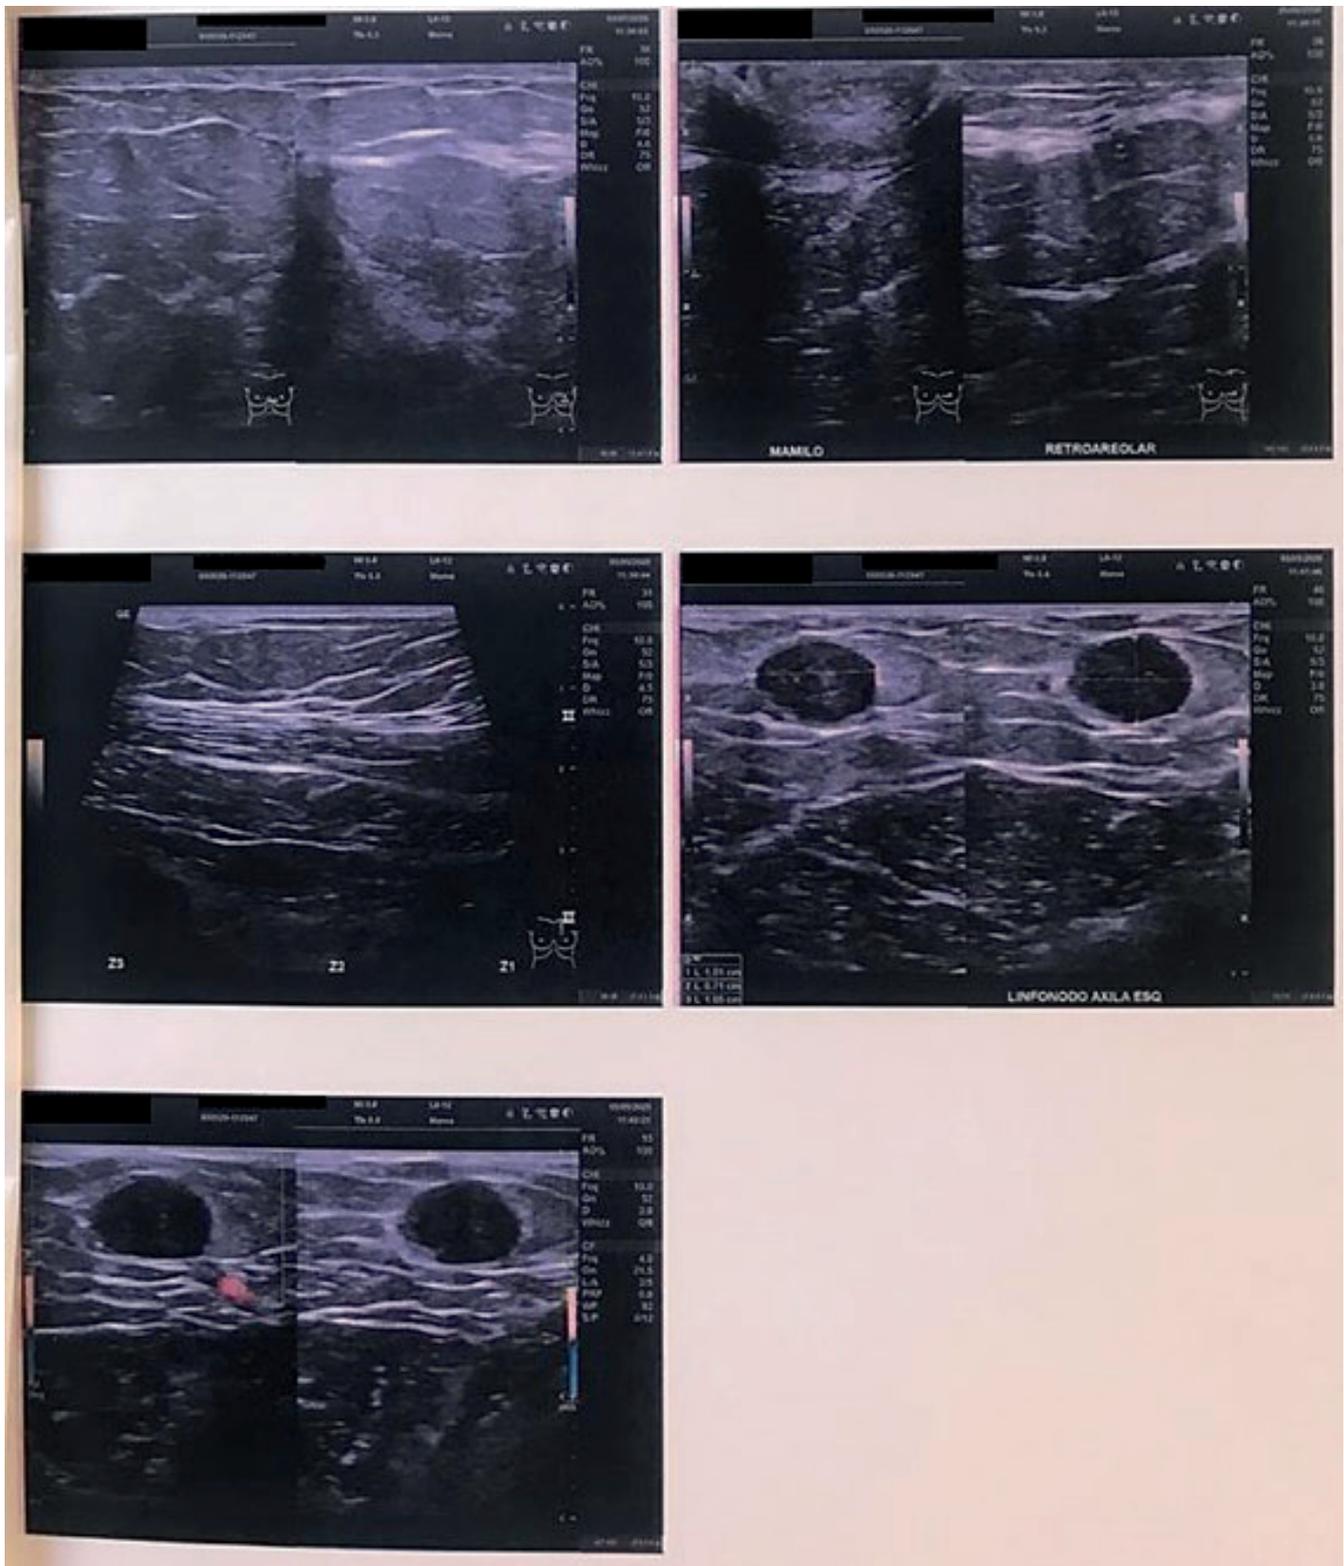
Ecografia Mamária - Linfonodo atípico em axila esquerda - BIRADS 4.
